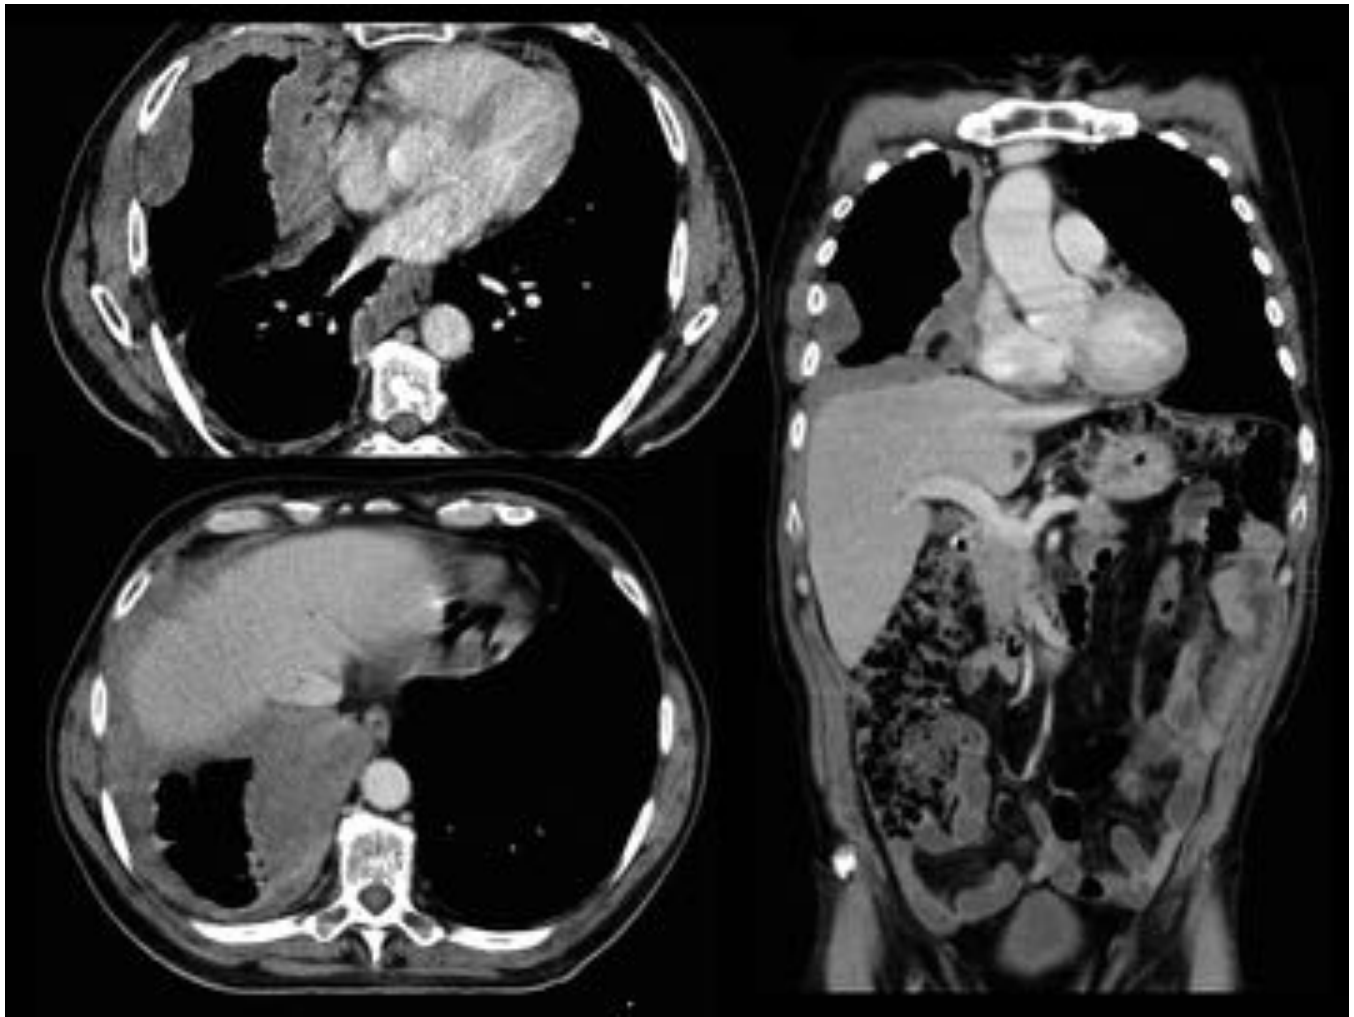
Extensión transdiafragmática en un paciente de 65 años con MPM. Cortes axiales de TC toracoabdominopélvico con CIV que muestran un engrosamiento pleural con calcificaciones en el hemitórax derecho. Pérdida del plano graso de separación entre diafragma e hígado.
